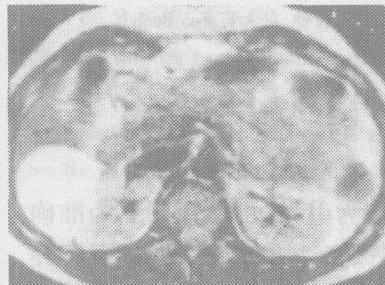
MRI 显示病灶呈囊性信号,未向周边侵袭性生长;
